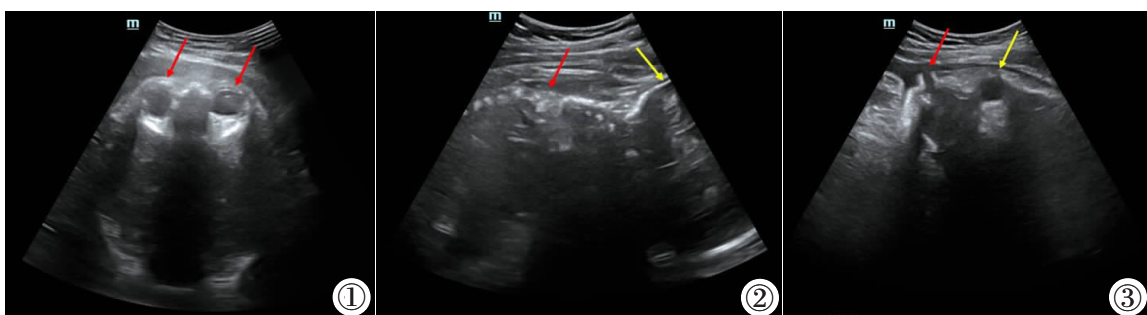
经腹超声横切扫描显示胎儿面部结构, 红色箭头示双侧眼眶, 提示枕后位。图 2 经腹超声纵切扫描显示胎儿脊柱及部分颅骨结构, 红色箭头示脊柱, 黄色箭头示枕骨, 提示枕前位。图 3 经腹超声纵切扫描显示胎儿面部结构, 红色箭头示上下唇, 黄色箭头示一侧眼眶, 提示枕后位。
